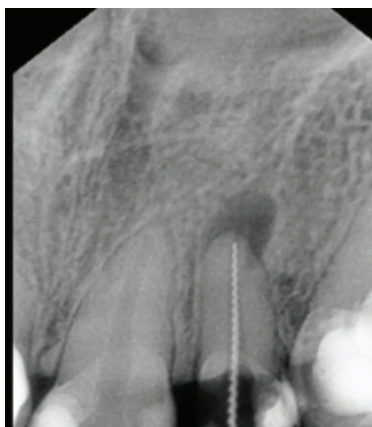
Рентгенологический снимок 2.1 зуба в процессе лечения. Измерение рабочей длины корневого канала
